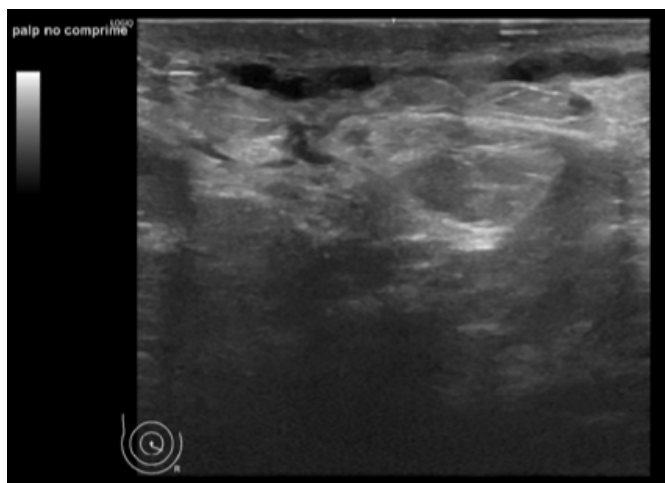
Ecografía mamaria derecha
